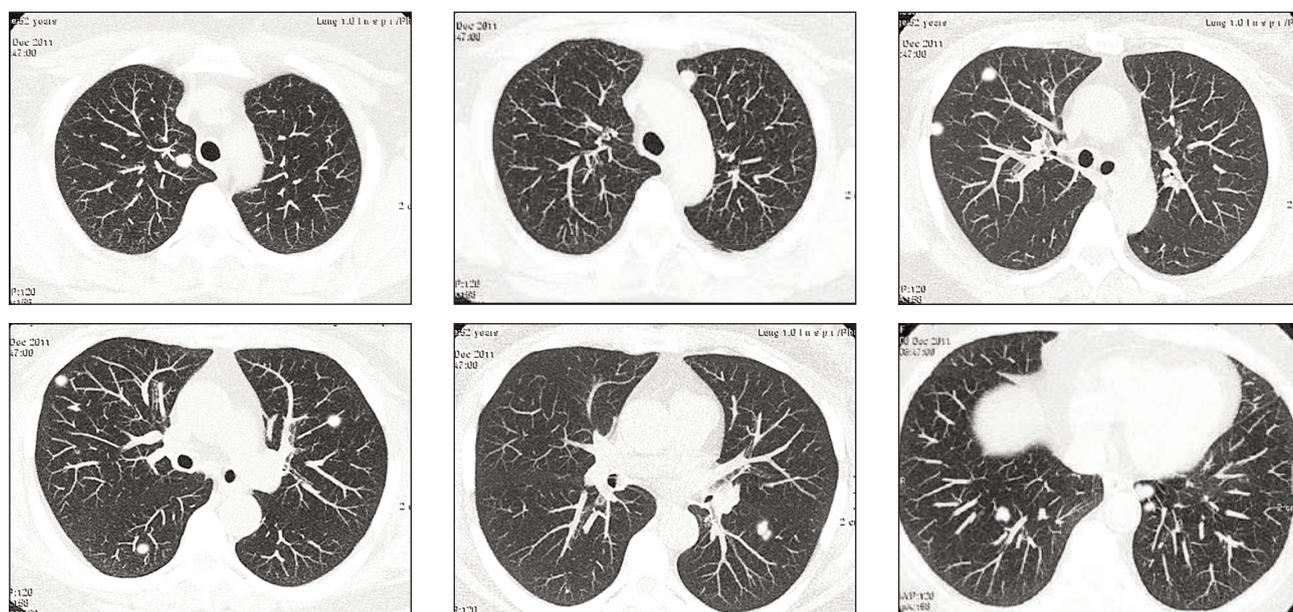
Больная Т. МСКТ, аксиальные срезы, режим МИП. В различных сегментах обоих легких множественные очаговые уплотнения.
